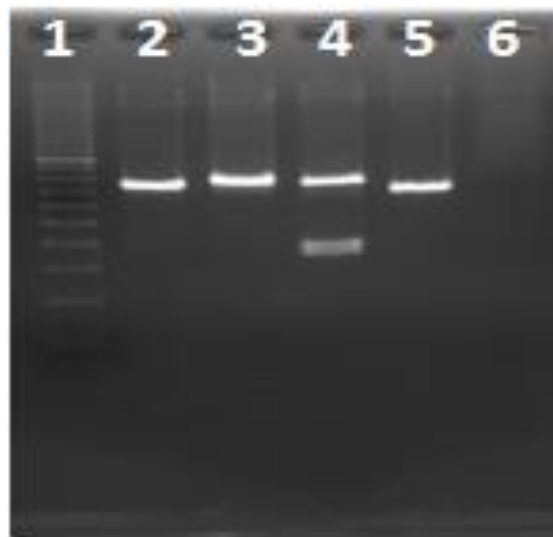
Fotografia de gel de agarose 2% contendo produtos da RFLP do fragmento amplificado do gene *HBBP1* para genotipagem do rs10128556. Na canaleta 1 foi aplicado o padrão de peso molecular de 100 pb. Nas canaletas 2, 3 e 5 foram aplicadas amostras de indivíduos com o genótipo CCe na canaleta 4 amostra de indivíduo CT. A canaleta 6 corresponde ao controle negativo da PCR.
